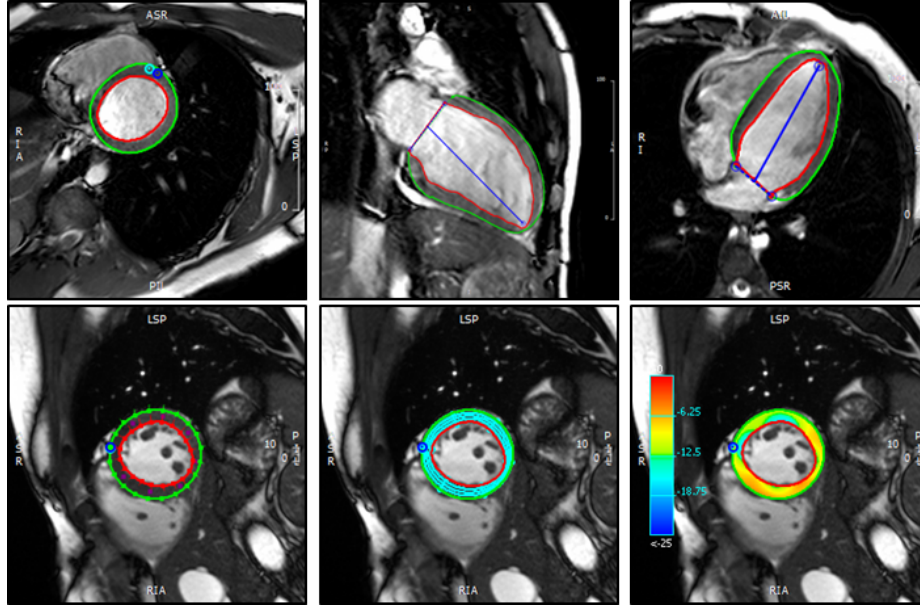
Haut : Images cine IRM en petit axe, et grand axe 2 et 4 cavités (de gauche à droite). Bas : Résultats du suivi de primitives: points de contours, maillage de suivi, déformation circonférentielle estimée (de gauche à droite)
